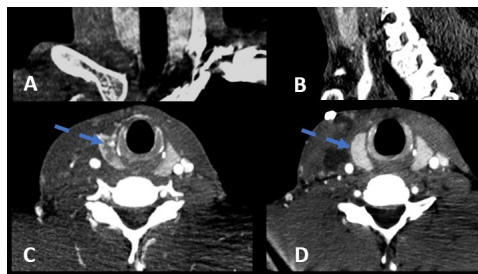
Coronal MIP (A), Sagittal MIP (B) and Axial MIP (C) neck CTA reconstructions. Hypodense area with irregular borders and "geographic" appearance in the posterosuperior aspect of the right thyroid lobe (blue dashed arrows). Axial MIP (D) 1 week follow-up.
